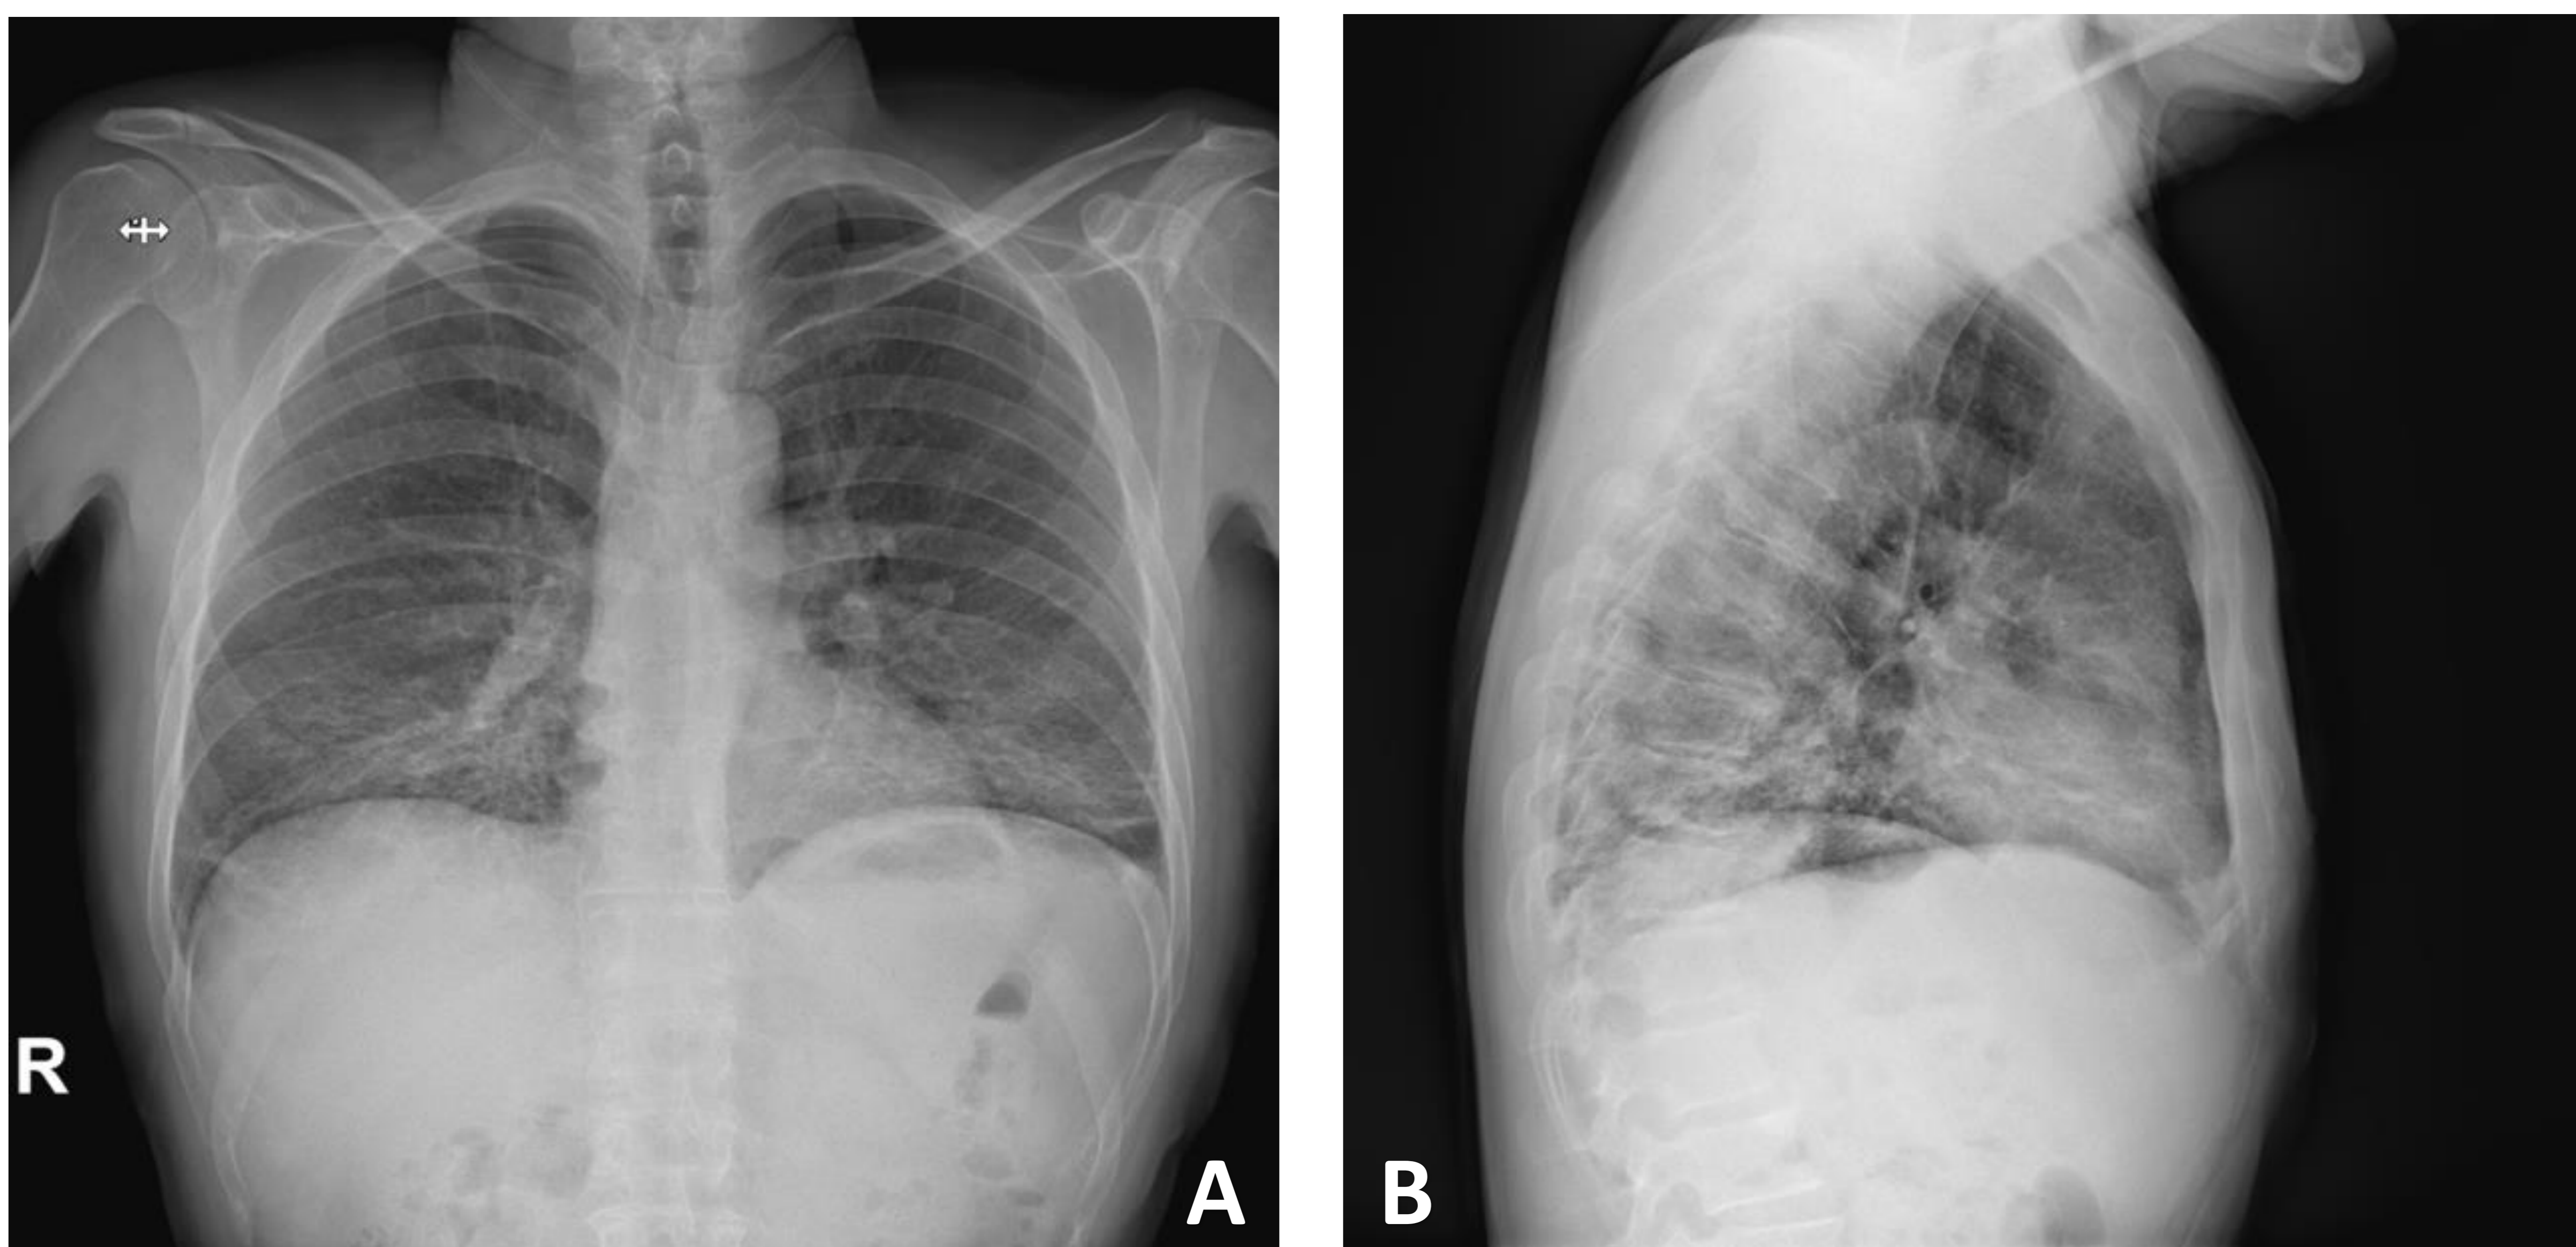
RX simple de tórax PA (A) y lateral (B), en un paciente con VIH y sospecha de infección por *Pneumocystis jiroveci*. Se observa afectación intersticial en ambos campos pulmonares, con refuerzo perihiliar. Posteriormente se realizó TC para completar estudio.
